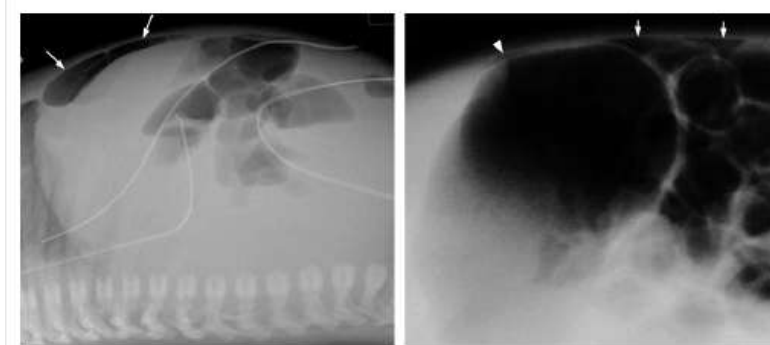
Radiographies d'abdomen sans préparation de profil réalisées chez un prématuré présentant un pneumopéritoine.
